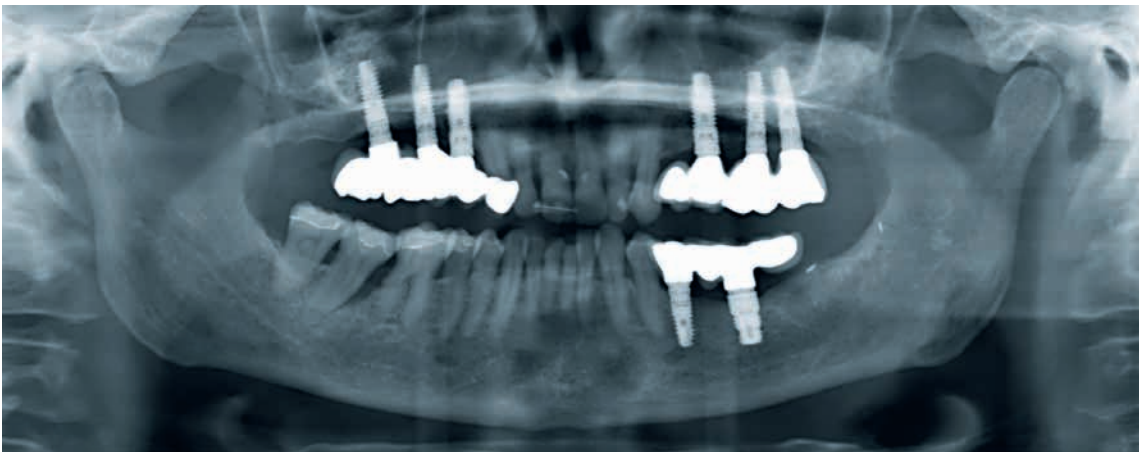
Orthopantomogramm (Ausgangszustand)
